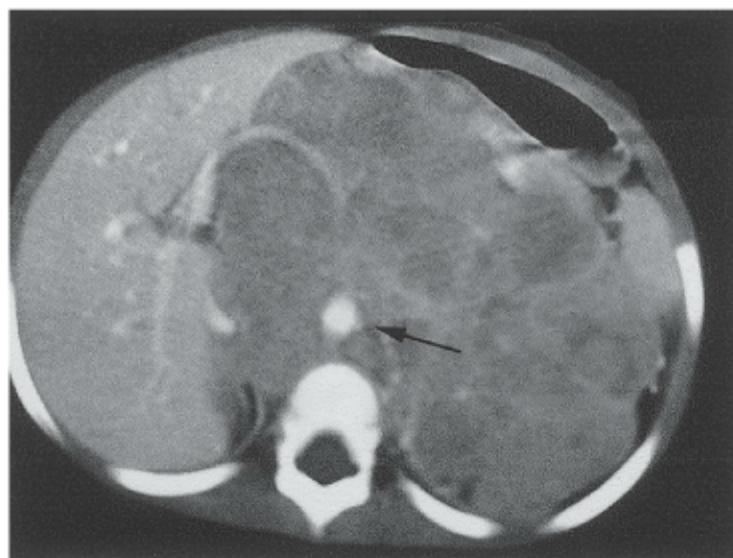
Neuroblastoma. TC do abdome demonstrando grande neuroblastoma ao redor da aorta (*seta*) e deslocando o fígado para a direita. Podem ser observadas áreas pontilhadas de calcificações por todo o tumor.
